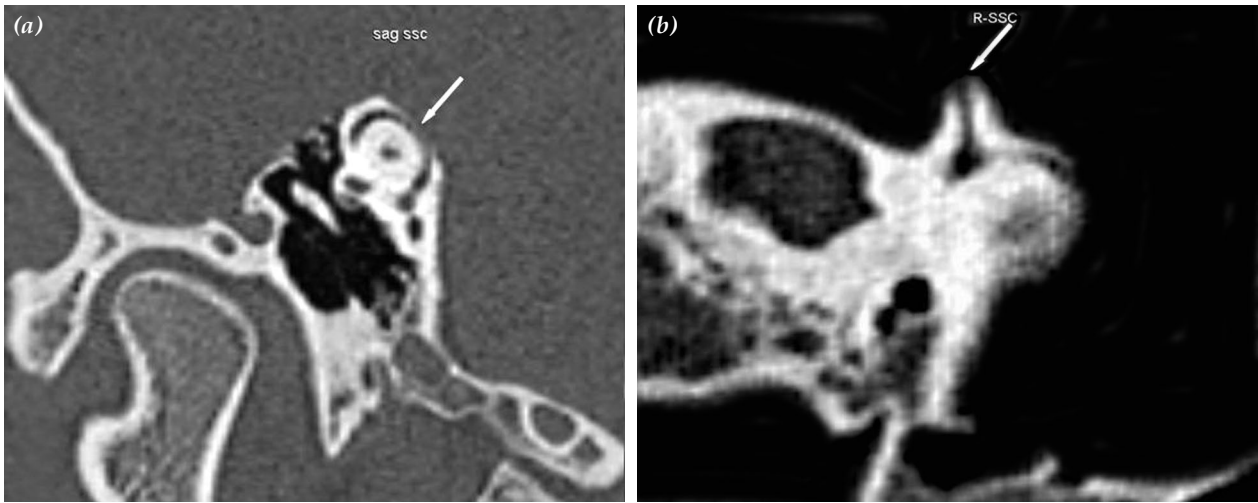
(a) Temporal kemik bilgisayarlı tomografide Stenvers ve (b) Pöschl transvers planlarda alınan kesitlerde, semisirküler kanal kemik çatıda, geniş defekt izlenmektedir.
